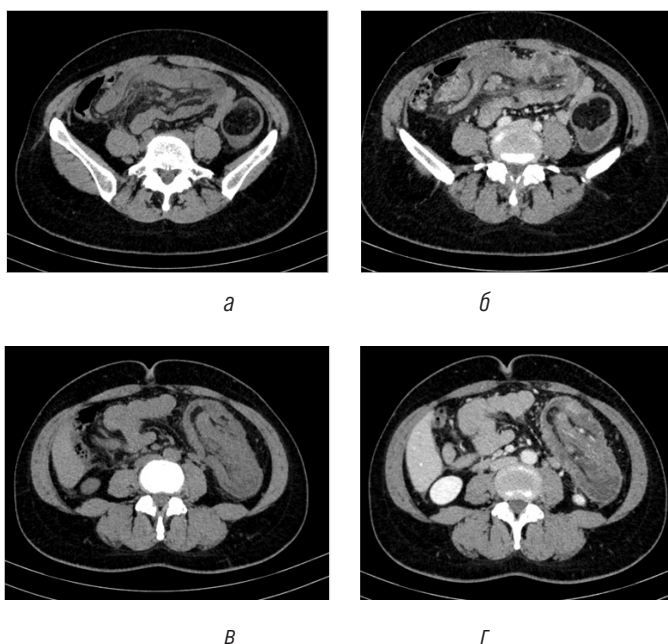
МСКТ брюшной полости, аксиальные срезы: а, б — визуализирована поперечная ободочная кишки; в, г — визуализирована нисходящая ободочная кишка
